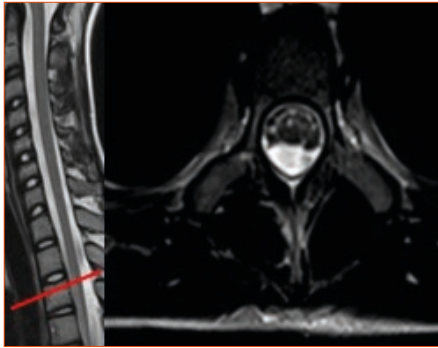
RM lumbar que muestra la evolución del infarto medular crónico con señal hiperintensa en T₂ en los segmentos D2-3 a D6-7, sin atrofia medular apreciable ni lesiones nuevas.
